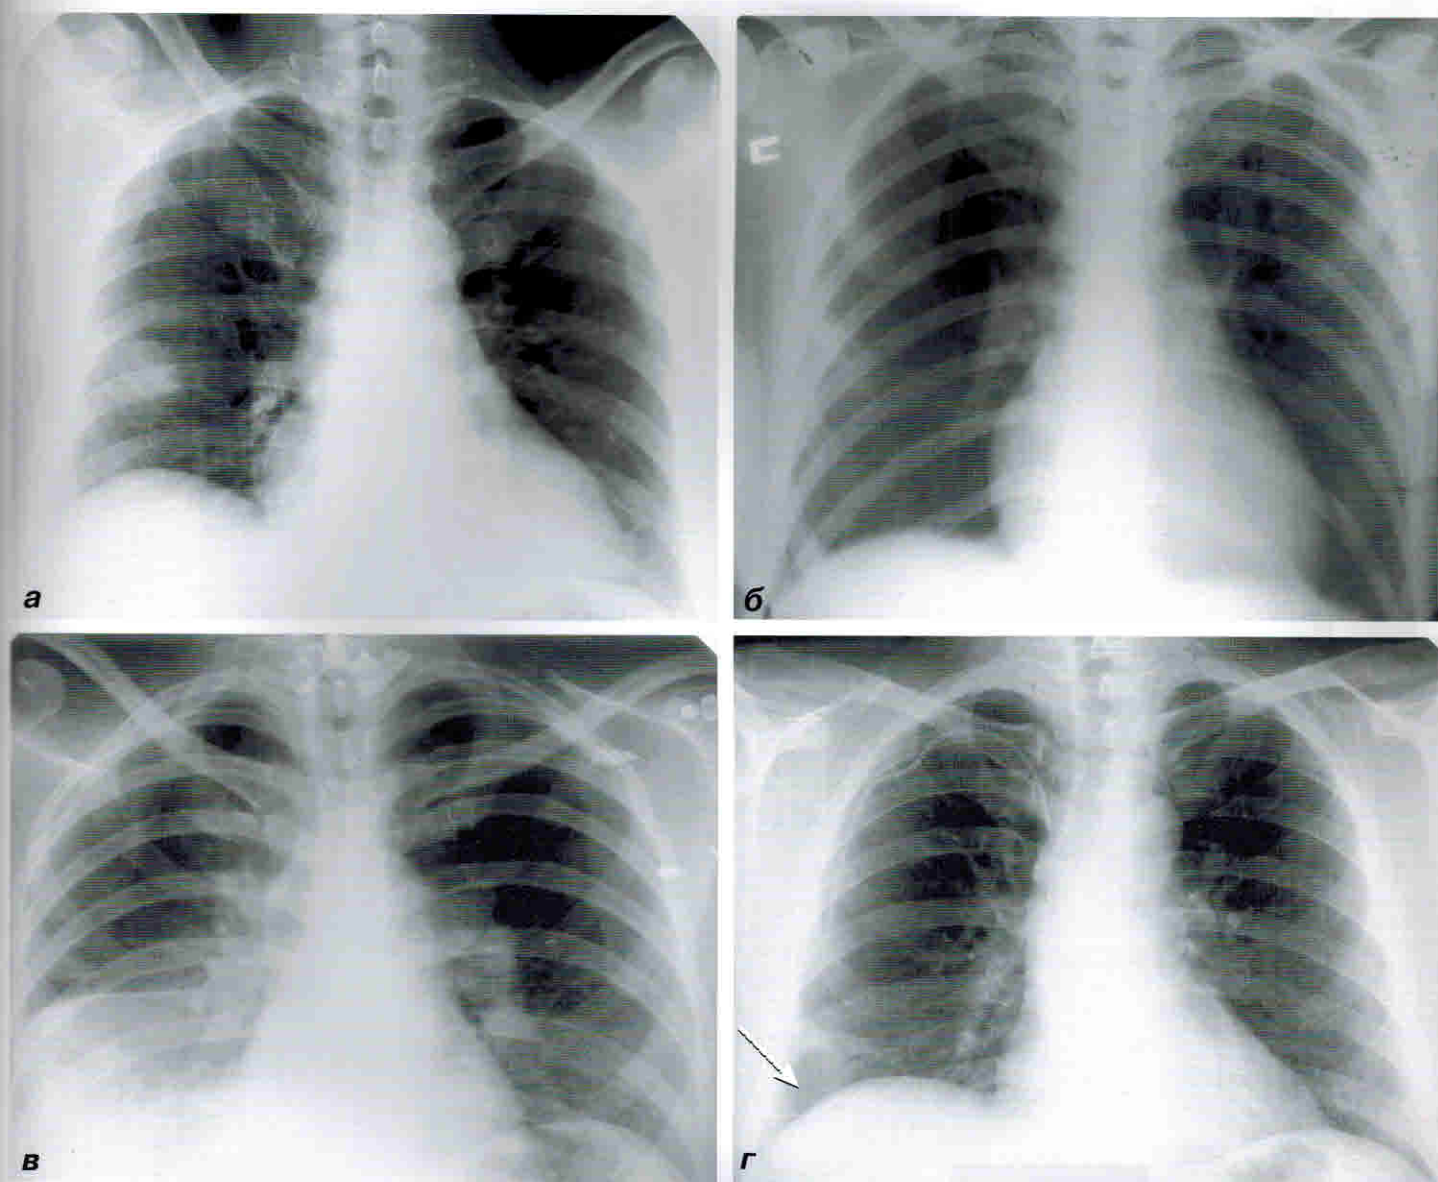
Рентгенограммы грудной клетки. Рентгенологические признаки ТЭЛА:
